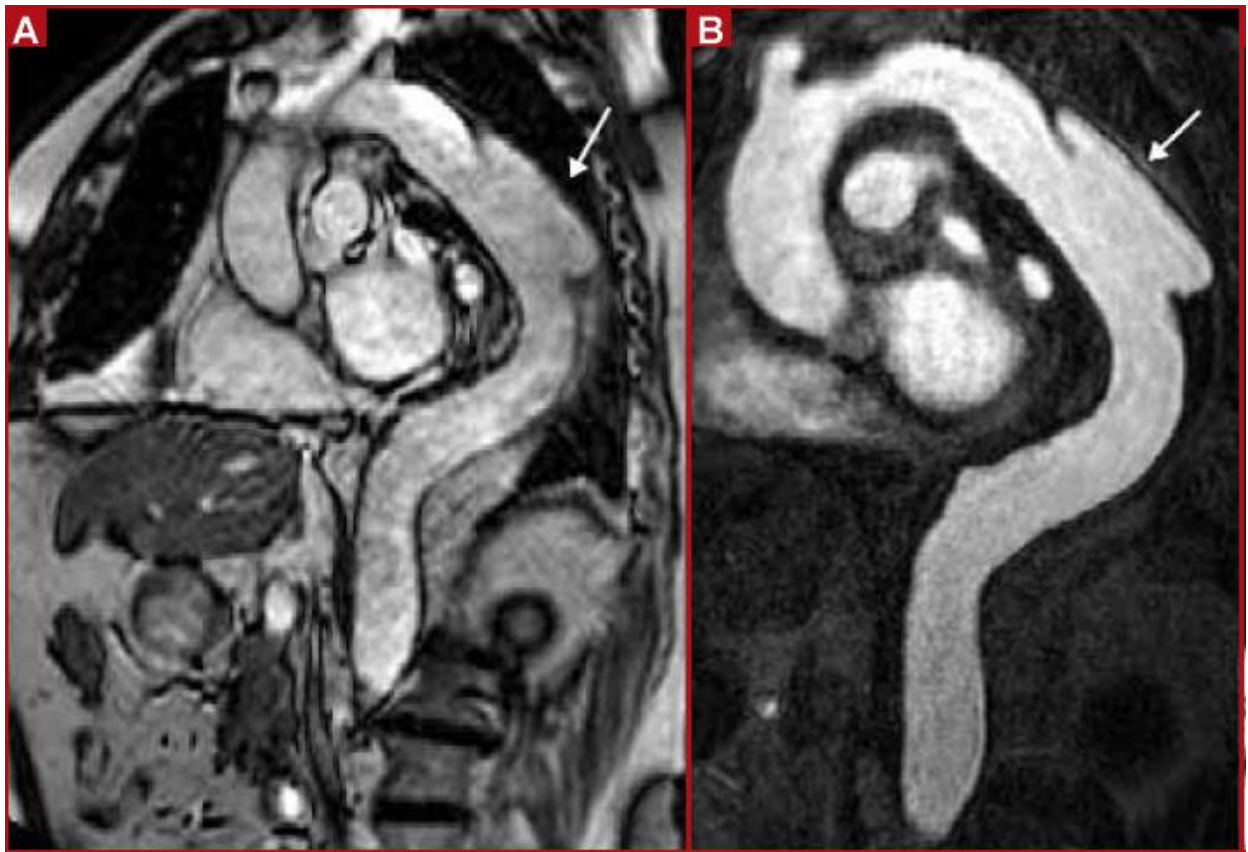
A, B: IRM, large ulcère athéromateux de l'aorte thoracique descendante (flèche). [89]
